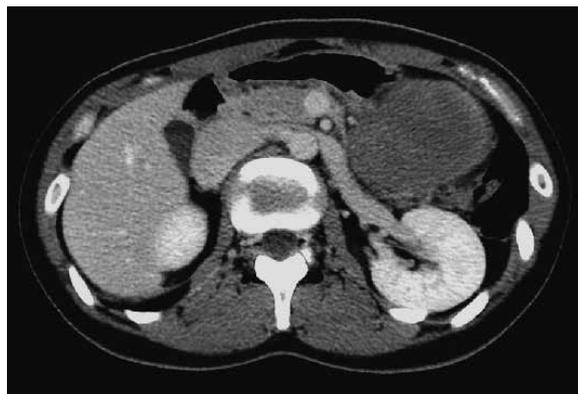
Abdominal computed tomography(CT) showed an enhanced mass near by the stomach
